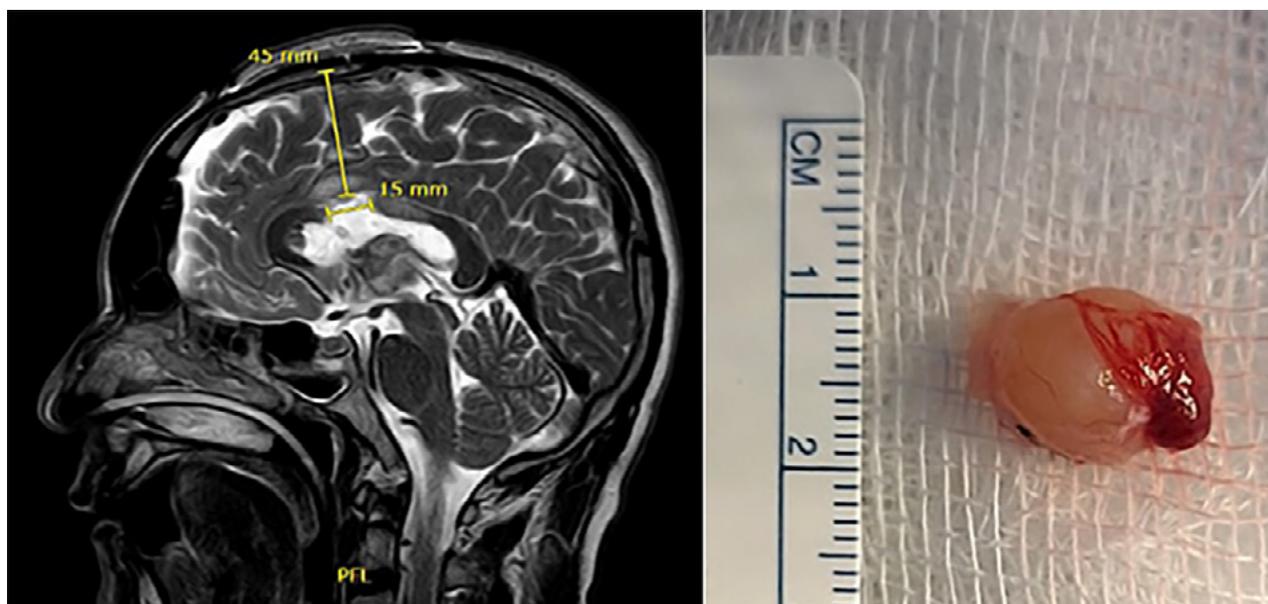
(A) IRM T2W sagital postoperatoria muestra la ruta de aproximación y longitud de la callosotomía; (B) Imagen de pieza quirúrgica mostrando su exéresis total.
